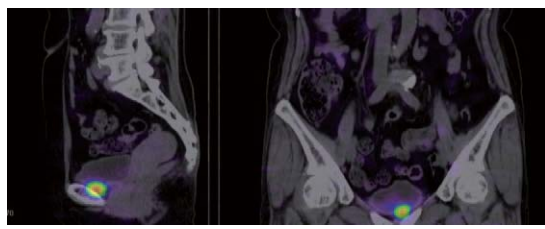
¹²³I-MIBG シンチグラフィ SPECT-CT fusion 画像
